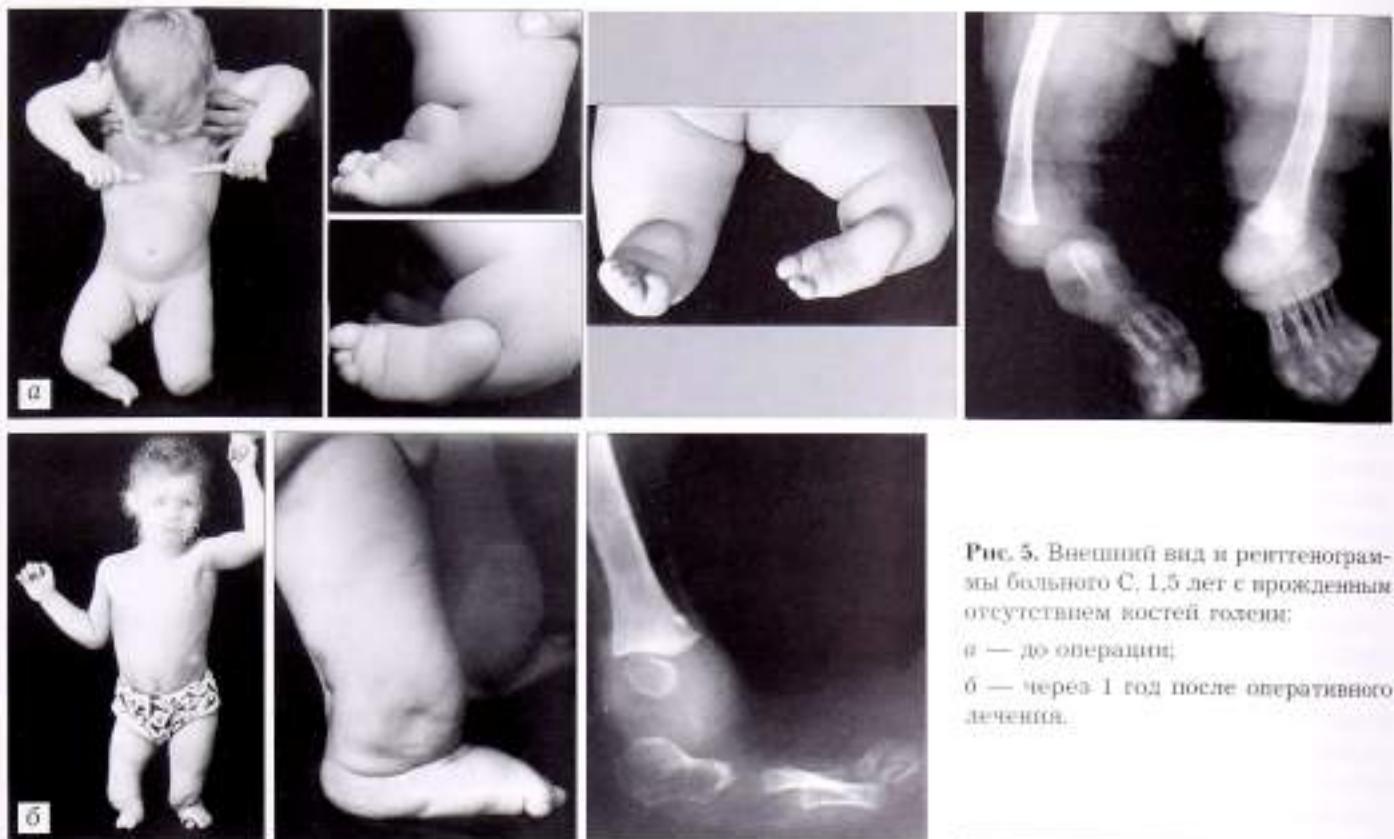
Внешний вид и рентгенограммы больного С, 1,5 лет с врожденным отсутствием костей голени:
